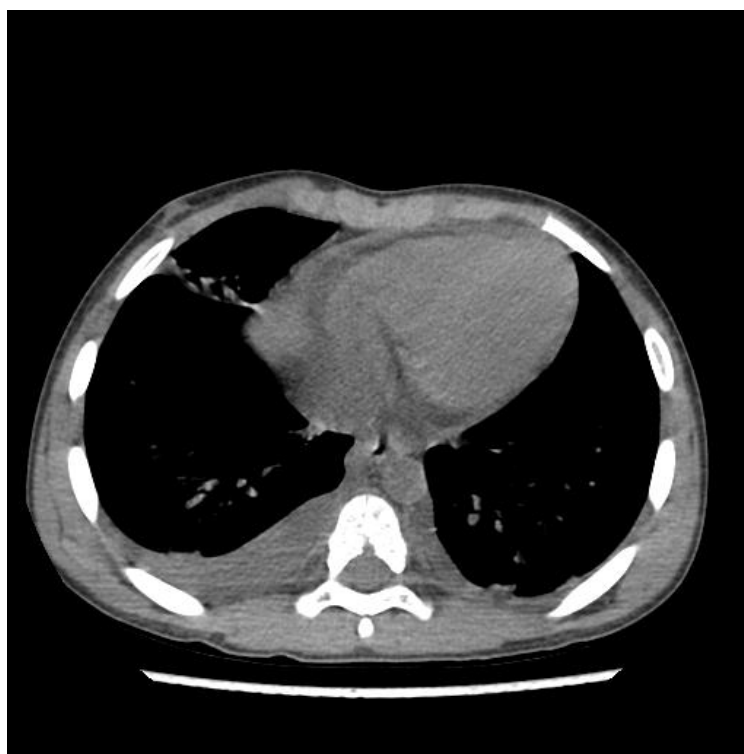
Abdominal CT images (pleural effusion and pericardial effusion)
